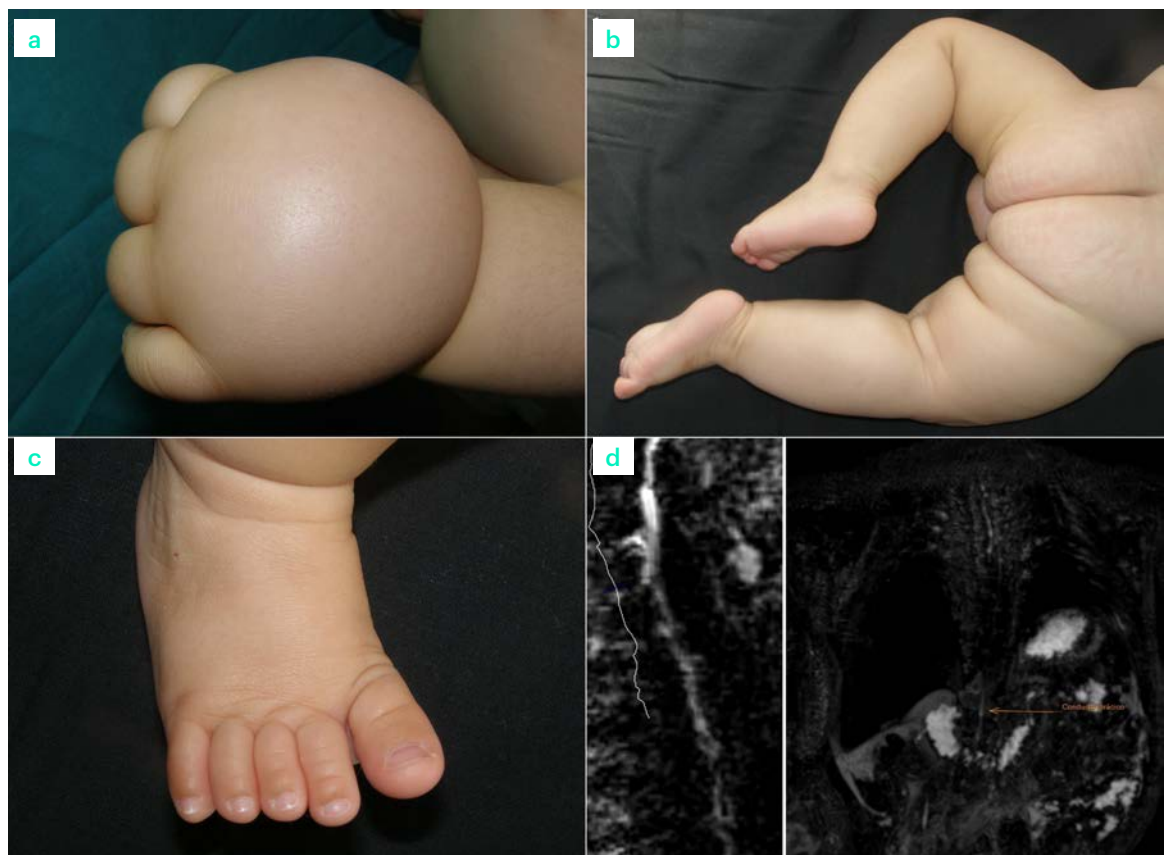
Imágenes clínicas y radiológicas. (a) Linfedema de mano izquierda. (b) Aumento de volumen de pierna derecha por linfedema. (c) Pie derecho sin alteraciones. (d) Resonancia magnética nuclear mostrando dilatación del conducto torácico.
